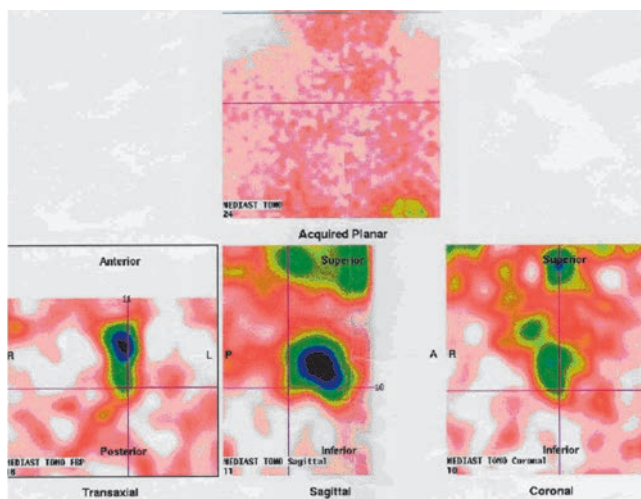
Сцинтиграфия и ОФЭКТ шеи и средостения. Аденома верхней околощитовидной железы слева. Очаг патологической гиперфиксации радиофармпрепарата малой интенсивности определяется (20–40 мин) позади левой доли щитовидной железы, на уровне ее средней трети.
